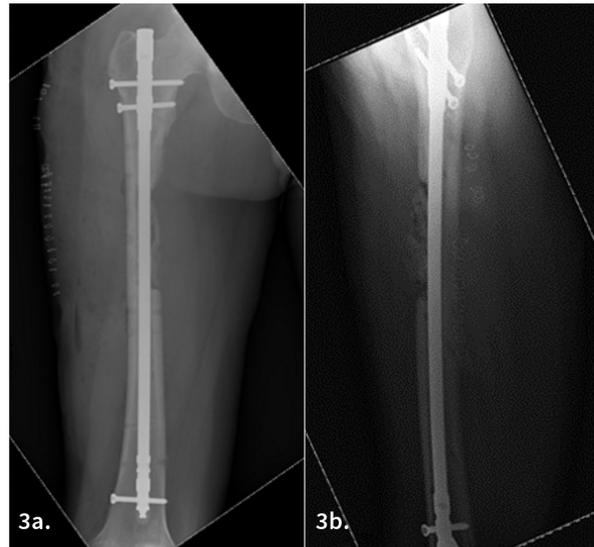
Radiografía: a. Anteroposterior, b. Lateral. Control Postquirúrgico 2 - Clavo endomedular recubierto de antibiótico más injerto óseo.
